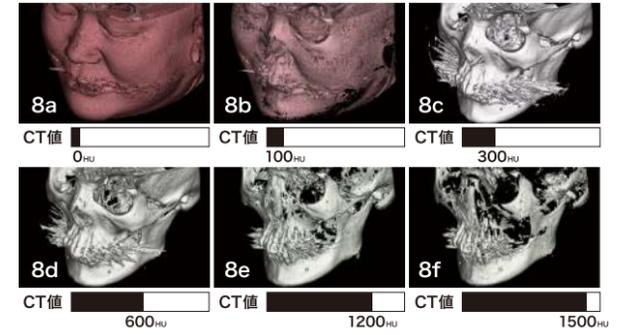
CT値の閾値を変えると3D画像は変わる。閾値を上げていくとCT値の小さな皮膚→上顎骨→下顎骨の順に画像が消えていくことがわかる。
